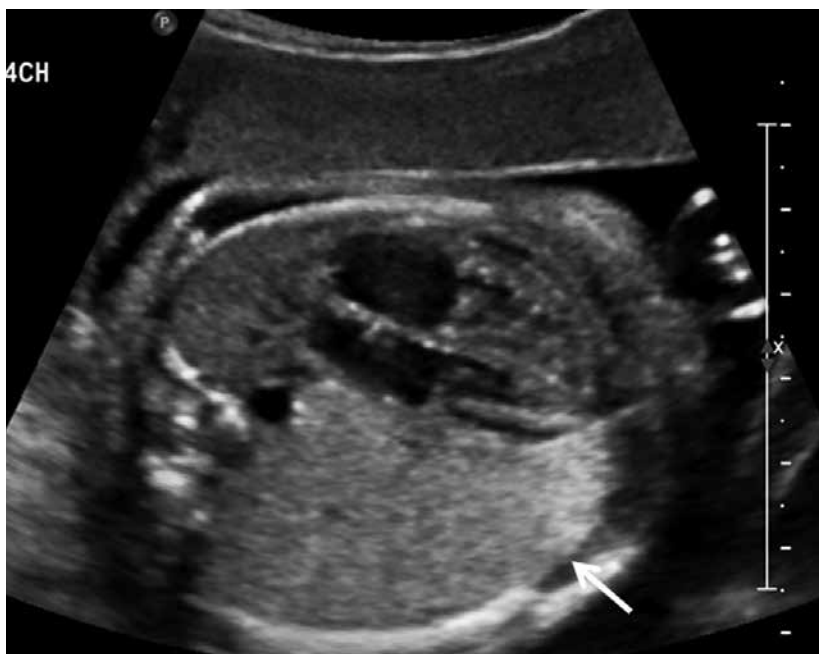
Ультразвуковая томограмма левой половины грудной клетки – образование с четкими и ровными контурами, неоднородной эхогенности (стрелка)
